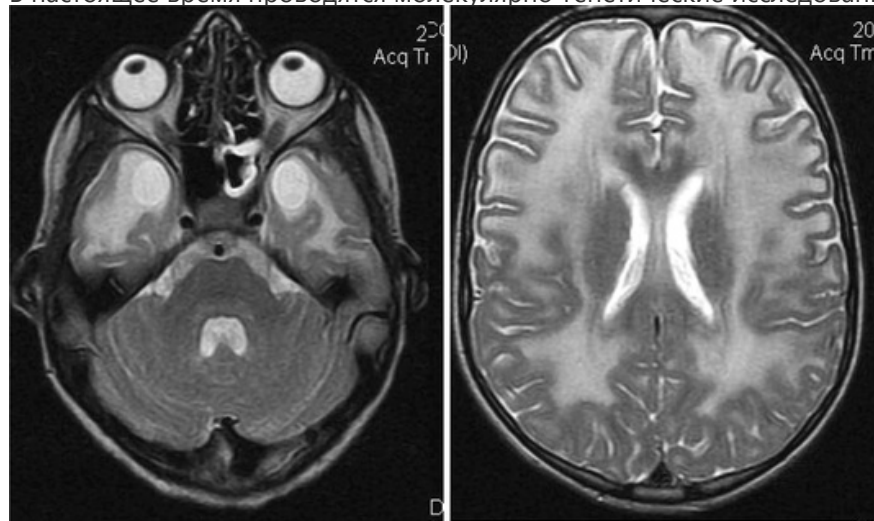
МРТ головного мозга пациента 8 лет при лейкоэнцефалопатии с макроцефалией и субкортикальными кистами. Диффузная лейкоэнцефалопатия полушарий большого мозга, билатеральные субкортикальные кисты в височных областях
